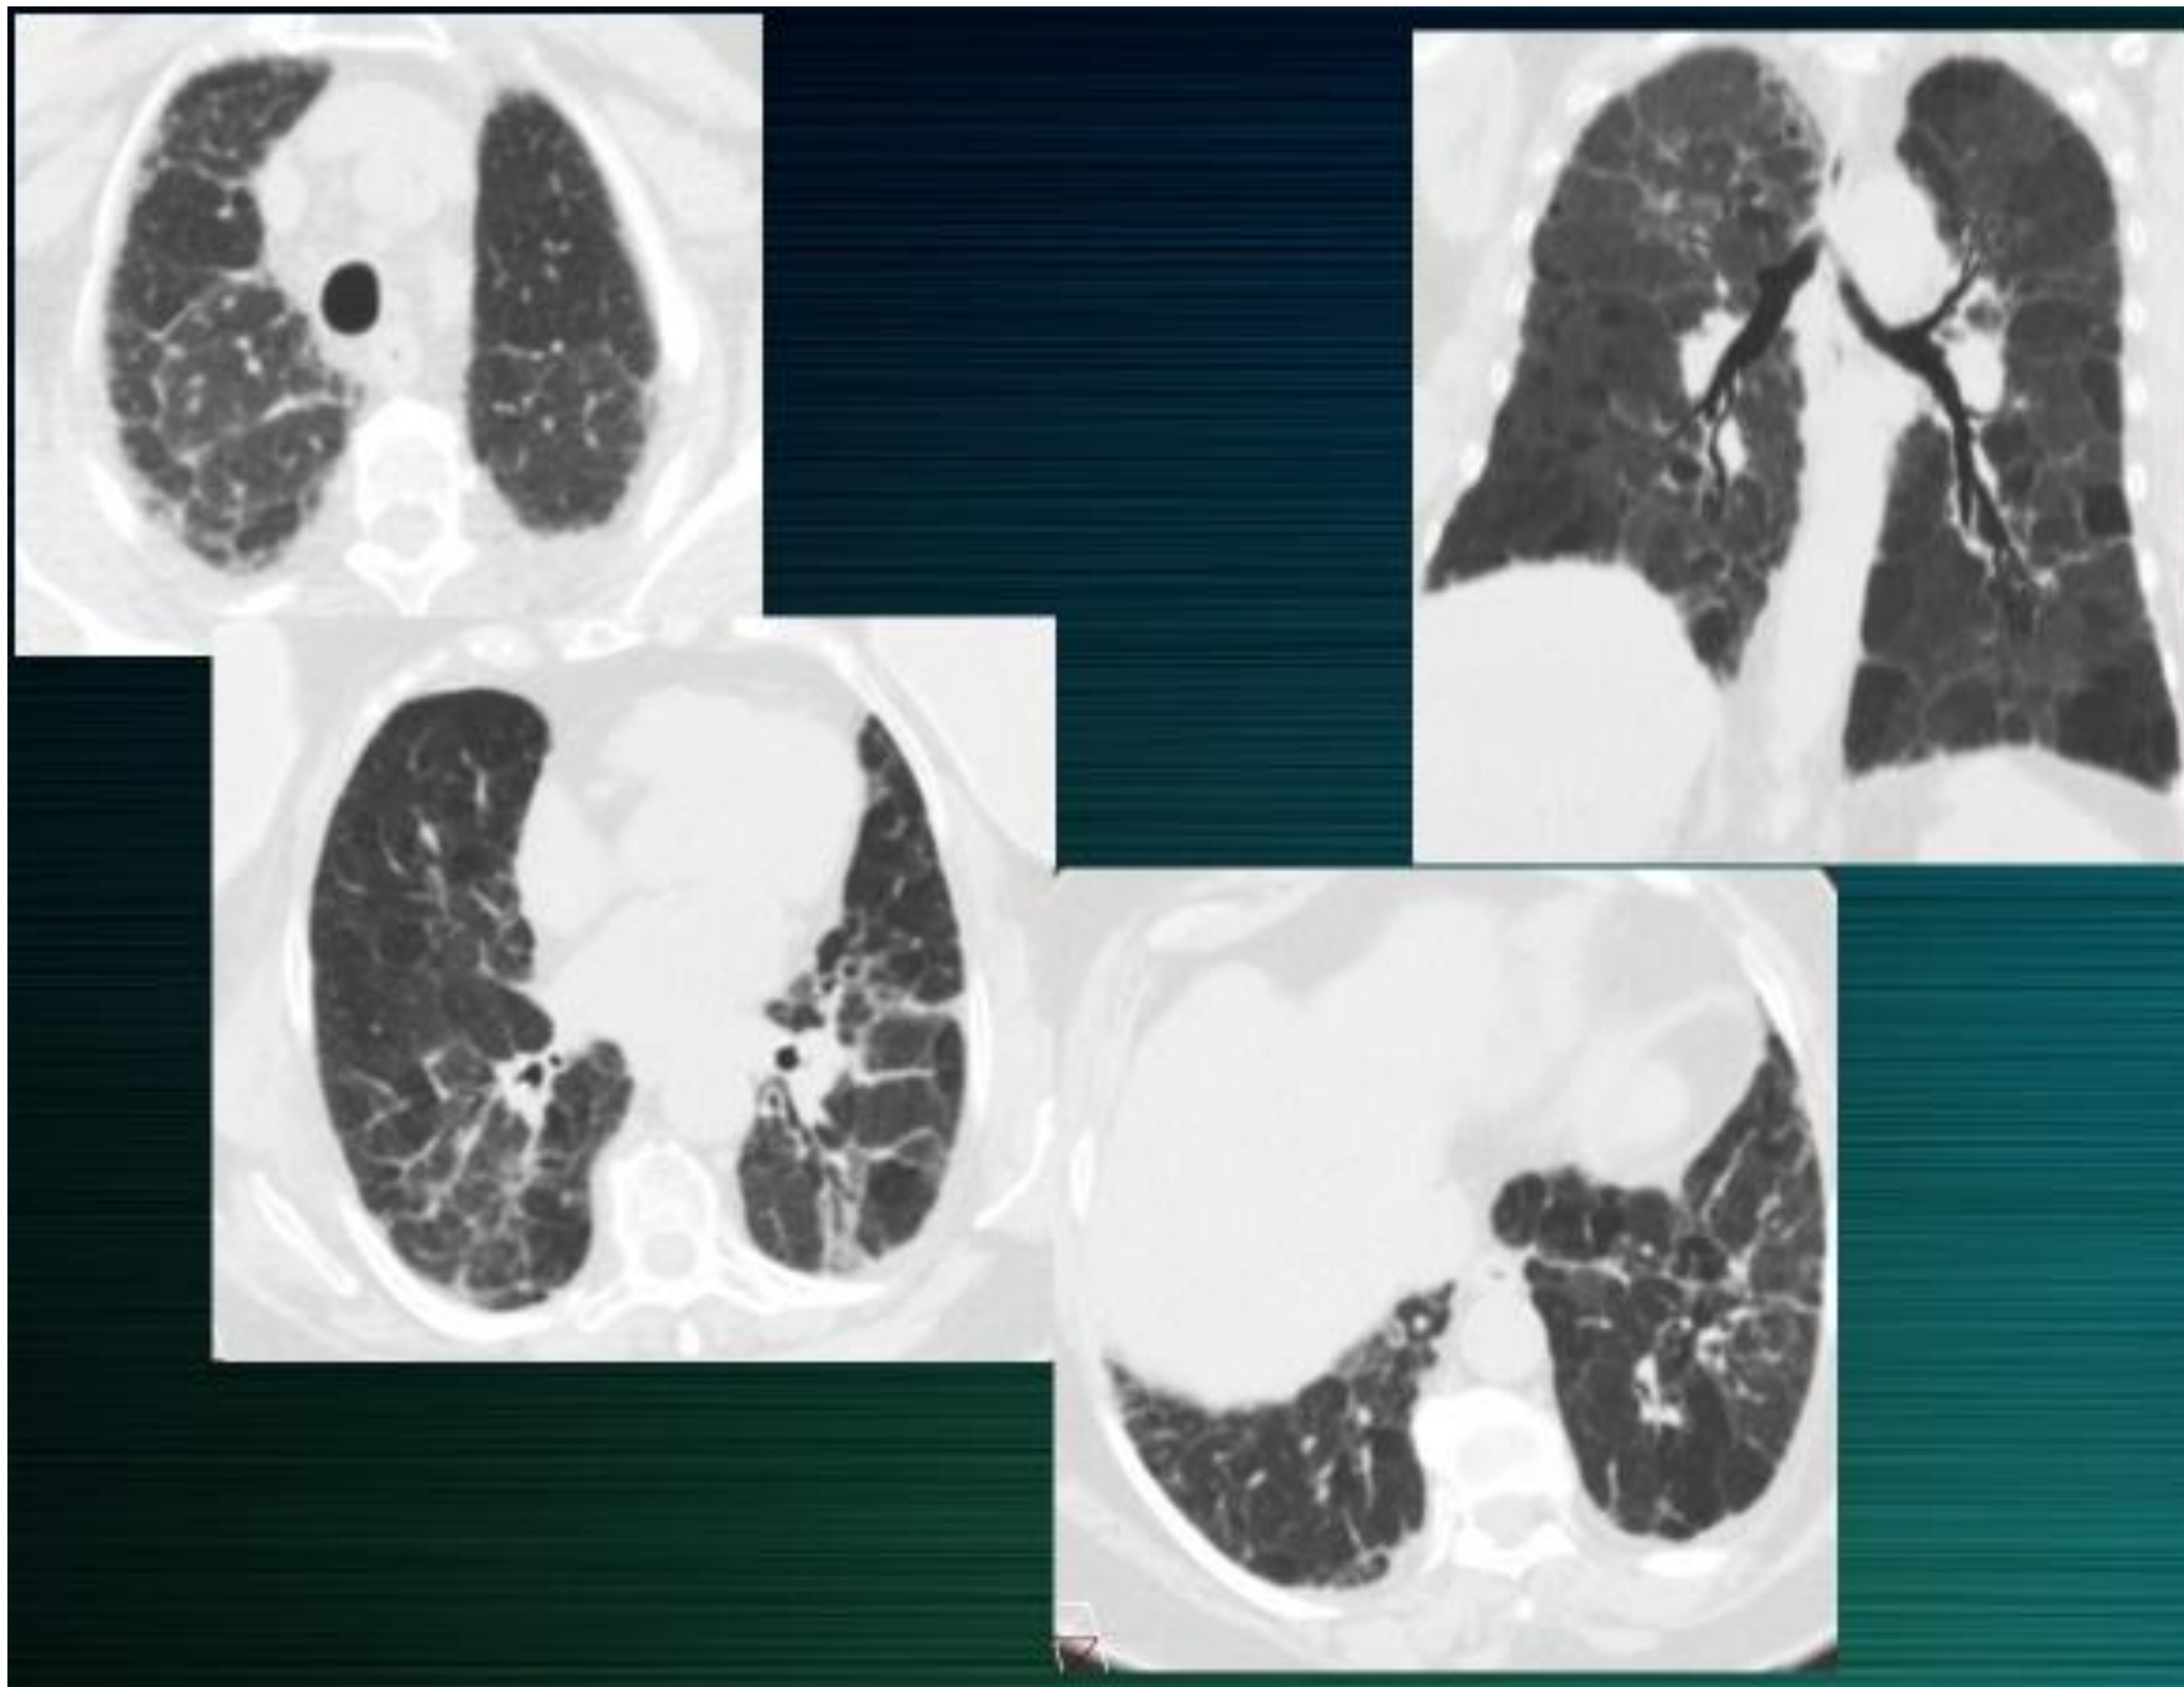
TC en plano axial y coronal: ventana parénquima
